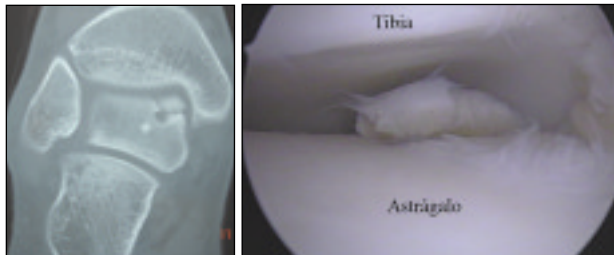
Figura Paciente 5. A. Sección coronal de TC que evidencia lesión osteocondral medial de astrágalo. B. LOA vista desde portal posterolateral.
